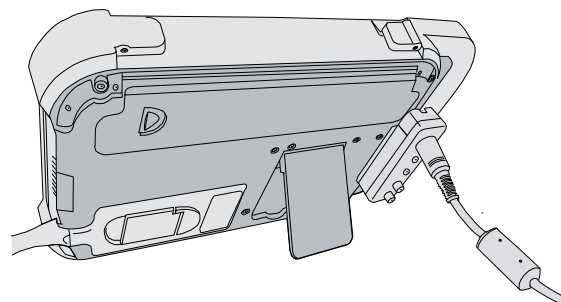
Arrière de l'échographe avec la béquille déployée
